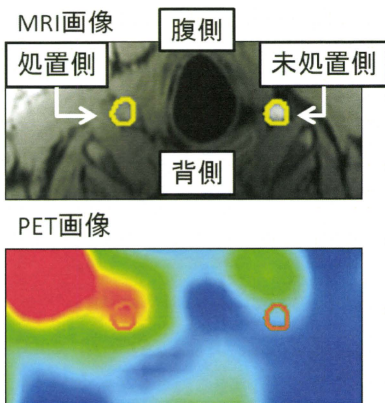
位置あわせ後のMRIおよびPET頸動脈画像
